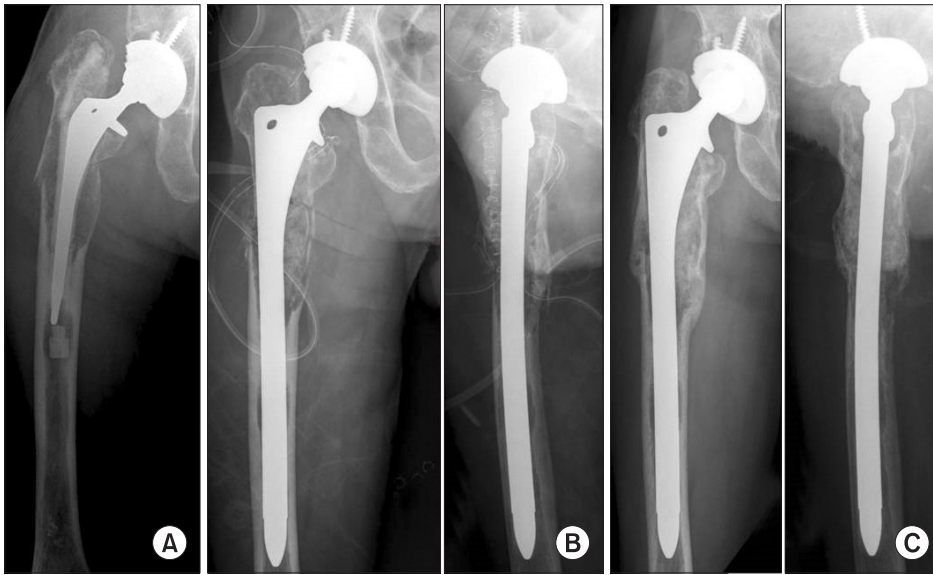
Vancouver type B3 fractures. Radiographs of a 78-year-old male with a Vancouver type B3 fracture. (A) The post-traumatic radiograph. A cemented stem was used at primary total hip replacement. The femoral stem had been sunken down remarkably with a fracture of the cement mantle. Note that the bone stock was mostly absent between the cortex and stem with severe cortical thinning preoperatively. (B) The immediate postoperative radiographs. We applied a massive cancellous impaction bone graft surrounding the extensively porous coated curved stem (10 inches, Solution, Depuy). (C) The radiographs at latest follow-up. Twelve months after the operation, the fracture was healed and bone formation was observed at the proximal femur.
